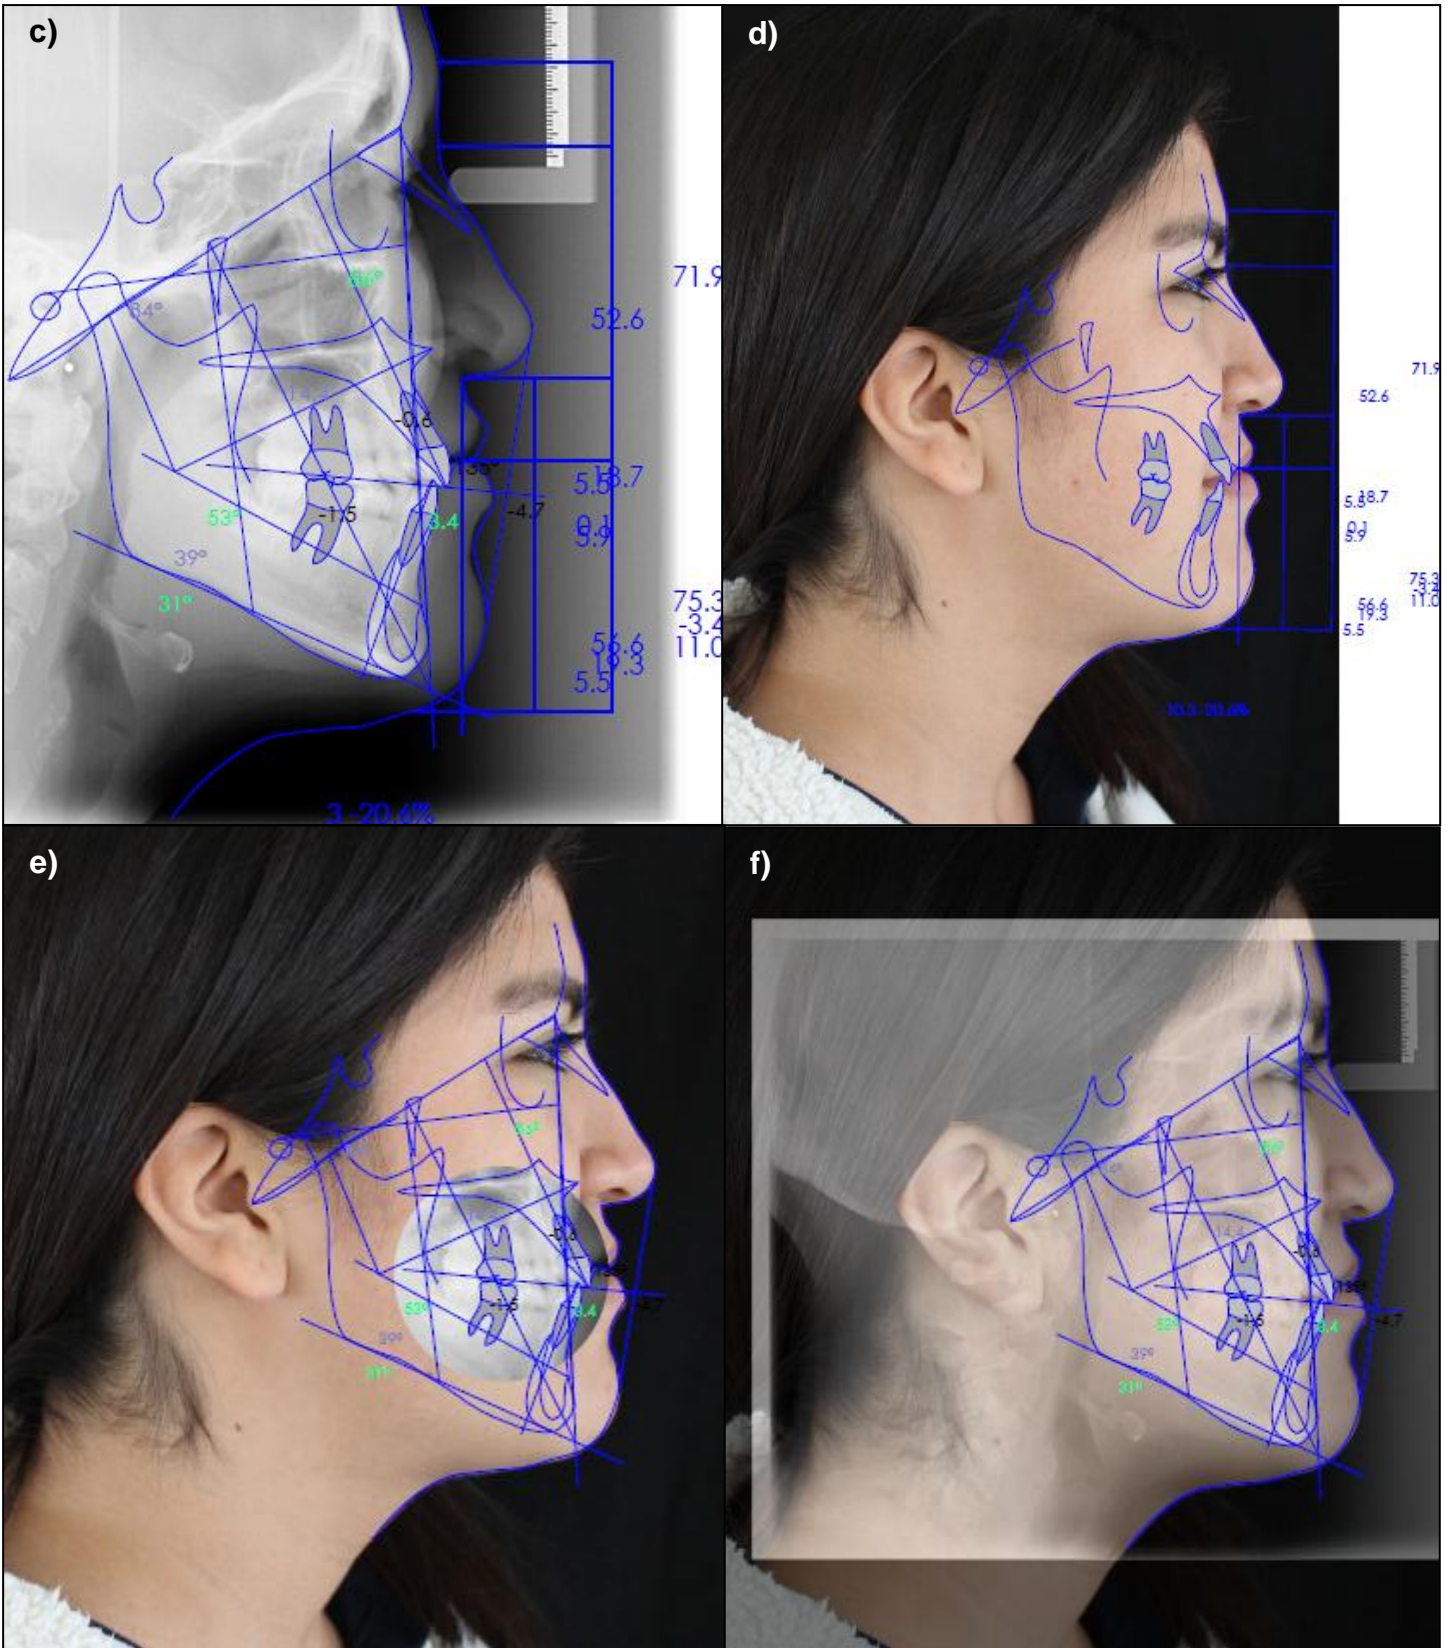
Análisis cefalométrico. c) Cefalometría lateral y perfil, d) Perfil con fotografía, e) Superposición con radiografía y f) Superposición con fotografía. Fuente propia
